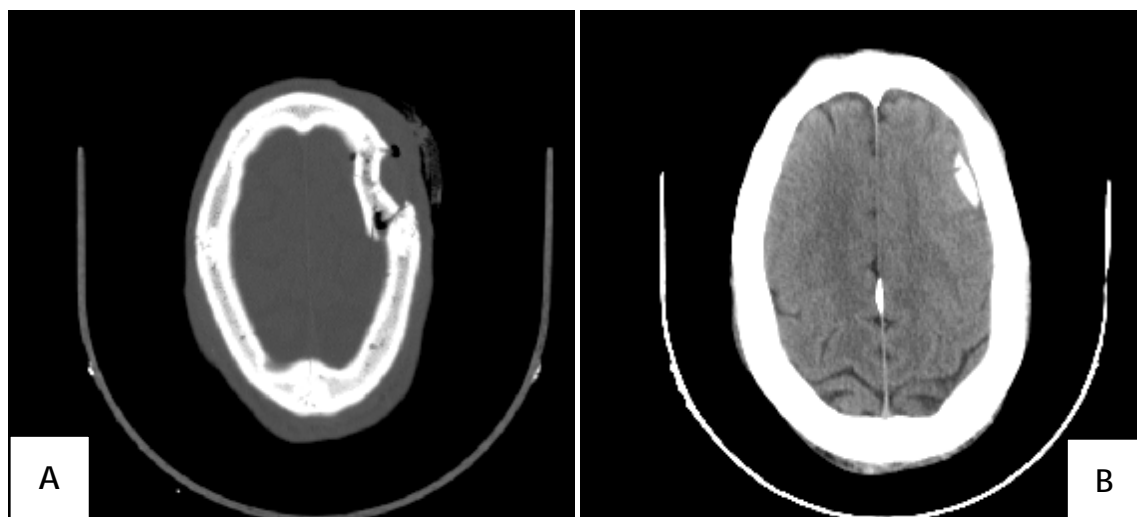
TDM cérébrale en coupes axiales, fenêtre osseuse (A) et parenchymateuse (B) montrant une embarrure frontale gauche
